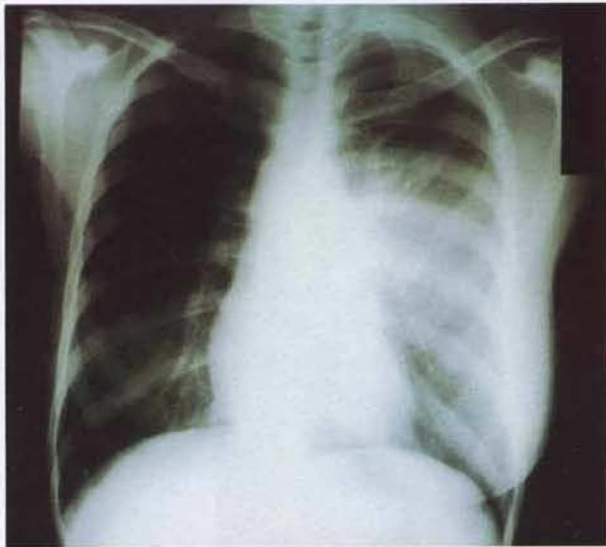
Radiografia do tórax em PA: hipotransparência dos três quartos inferiores do campo pulmonar esquerdo, estendendo-se às partes moles adjacentes
